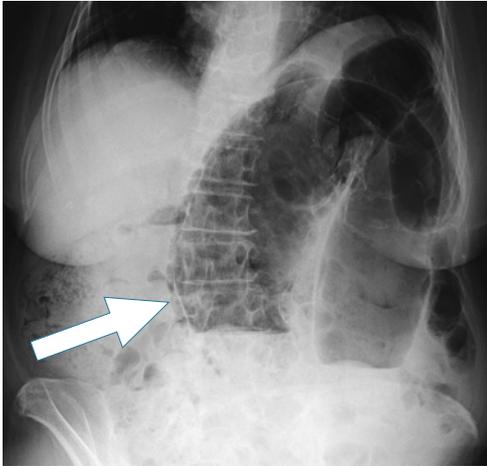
腹部X線検査（座位）：S状結腸がコーヒー豆様に拡張し、拡張した腸管壁には気腫が認められた。
